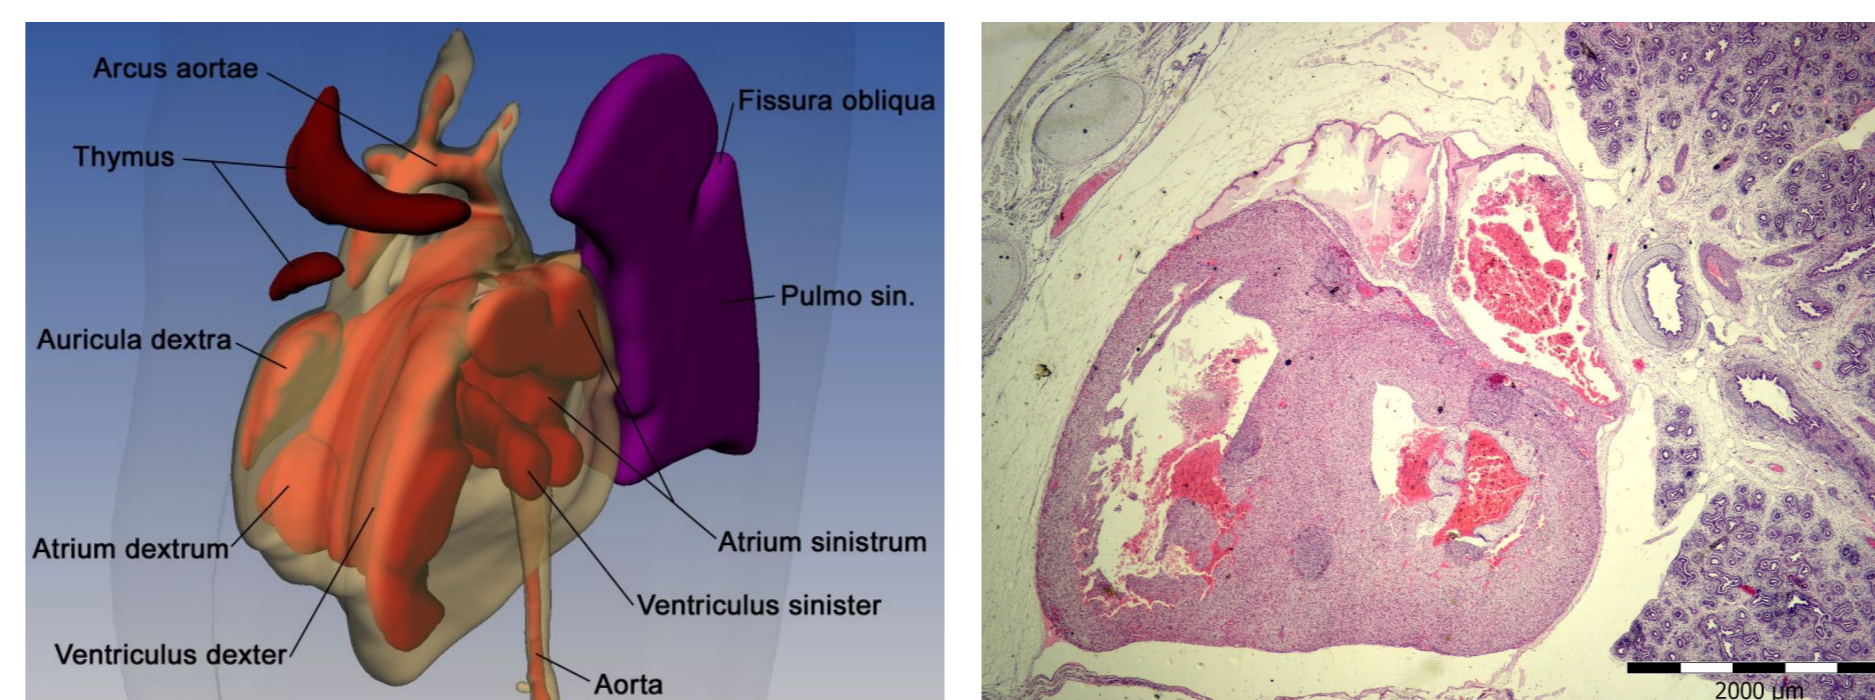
Sagitální řez rekonstrukcí plodu ženského pohlaví (58 mm TK) sestávající z 200 řezů.
